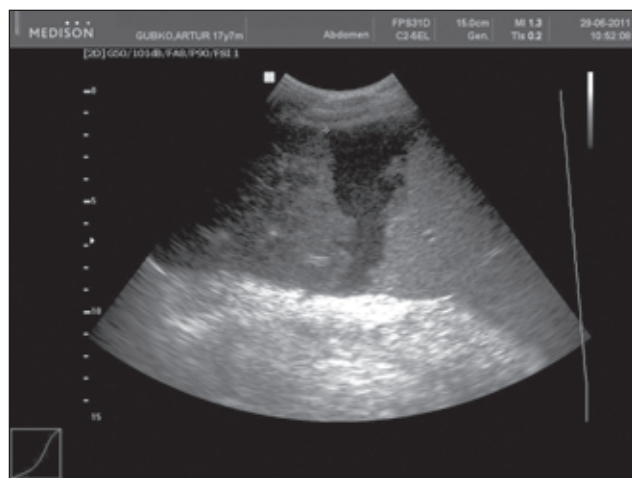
УЗИ (больной Г., 17 лет).
